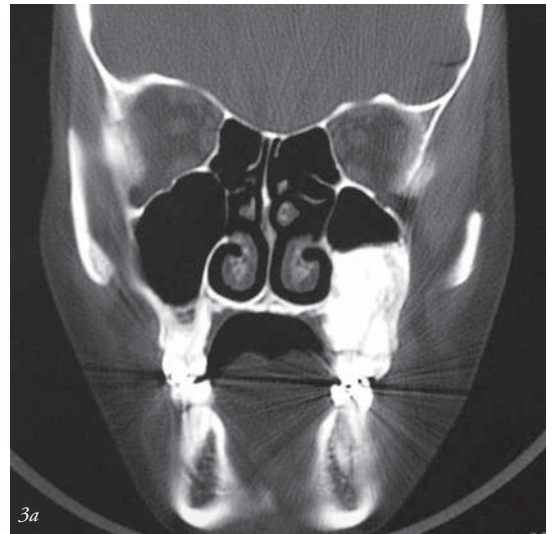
TC, corte coronal. Masa radiopaca en maxilar izquierdo, que expande la tabla ósea vestibular.
